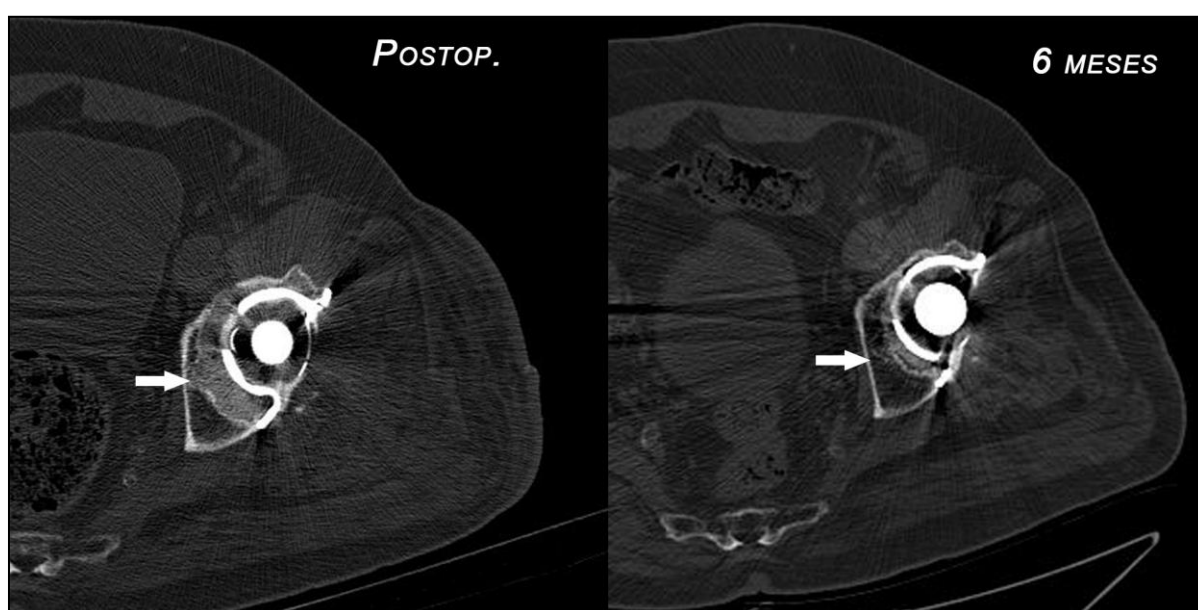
TAC PO y a los 6 meses paciente 65
